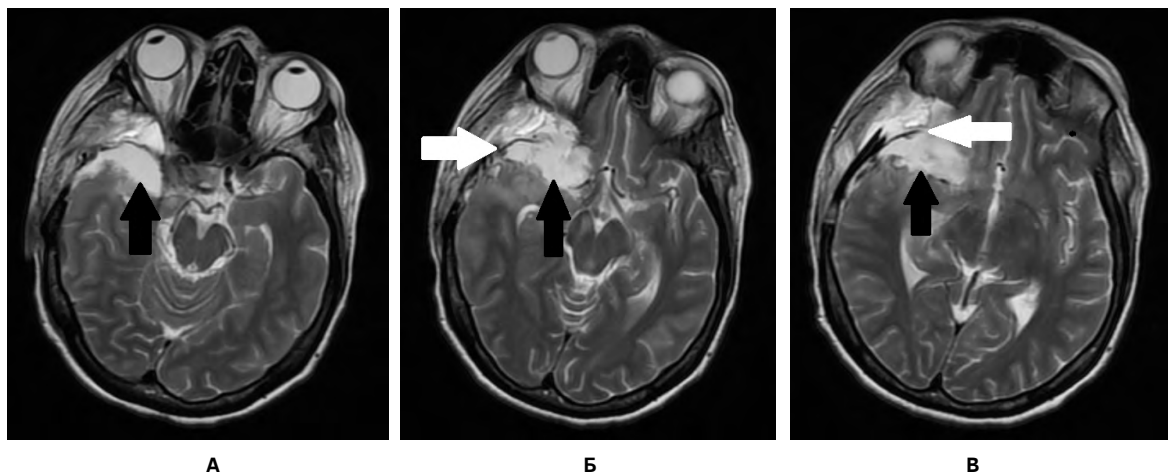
МРТ в режиме T2 пациентки Ю. после операции: опухоль удалена тотально; значимых зон ишемии не выявляется: А – черной стрелкой указана зона тотального удаления опухоли; Б, В – черной стрелкой указана зона тотального удаления опухоли, белой стрелкой указан функционирующий экстра-интракраниальный анастомоз. Источник: составлено авторами
